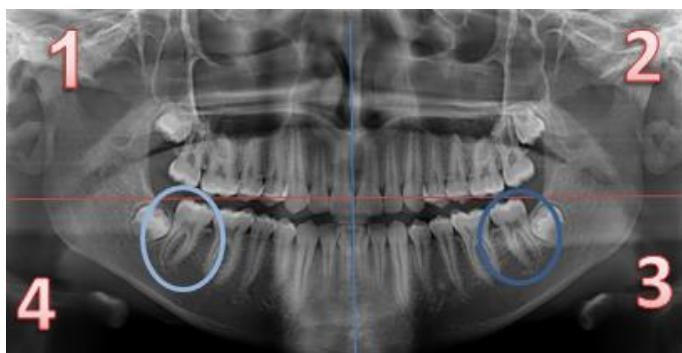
Radiografia panorâmica demonstrando os quadrantes classificadores da identificação numérica dos elementos dentários. (Fonte: dados do autor, 2016).
